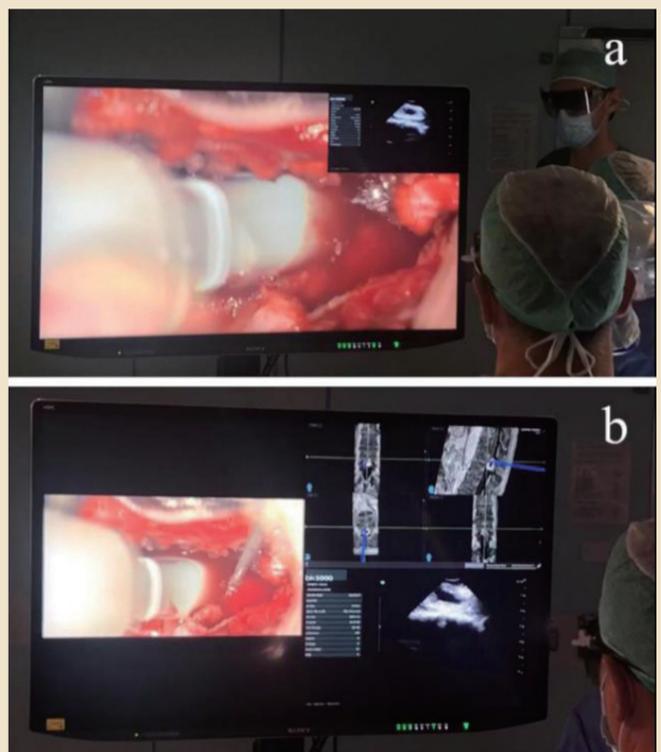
在切除硬膜内肿瘤（即腰神经鞘瘤）期间，PiP（a）或PoP（b）模式可用于在55英寸显示器上通过导航仪器或超声波探测肿瘤的位置。这2个模式可以同时进行，外科医生不必将视线从手术区域移开
